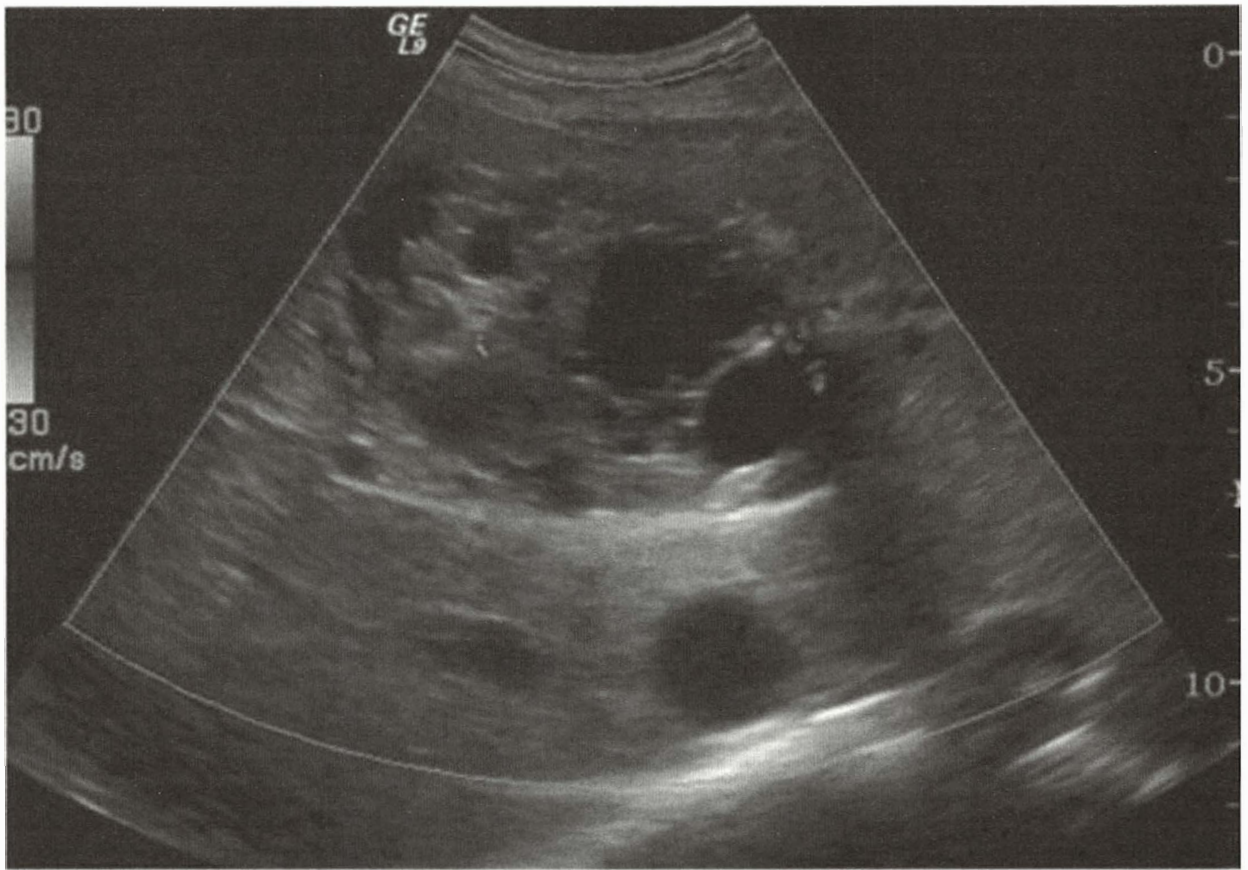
Boală hidatică hepatică. Chist hidatic – imagine ecografică (rândul superior). Imagini de rezonanță magnetică (ultimele 2 rânduri).
